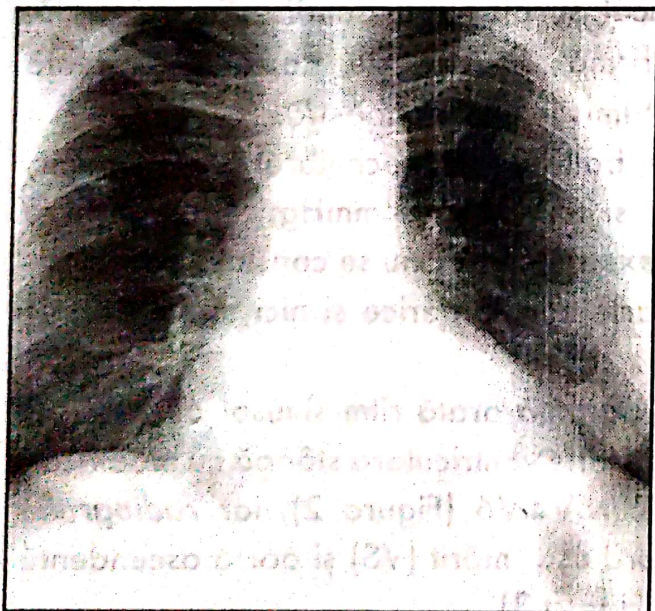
Radiografia toracică.
